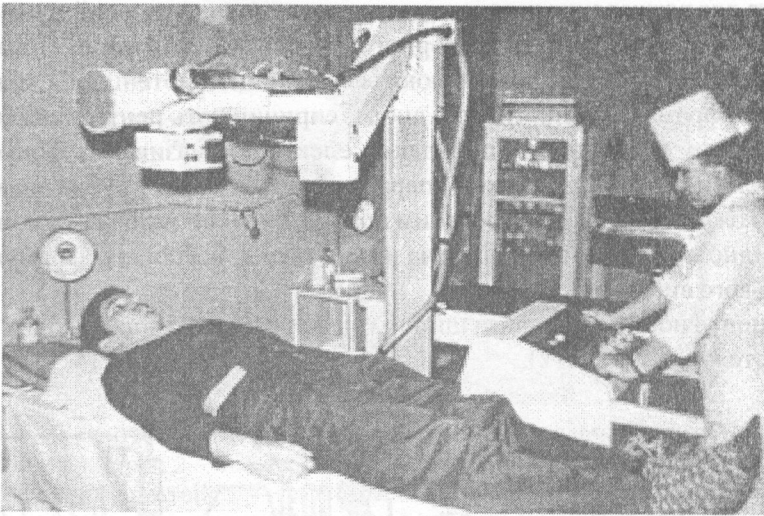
Обстеження хворого за допомогою пересувного (палатного) діагностичного рентгенівського апарата 12П6.
